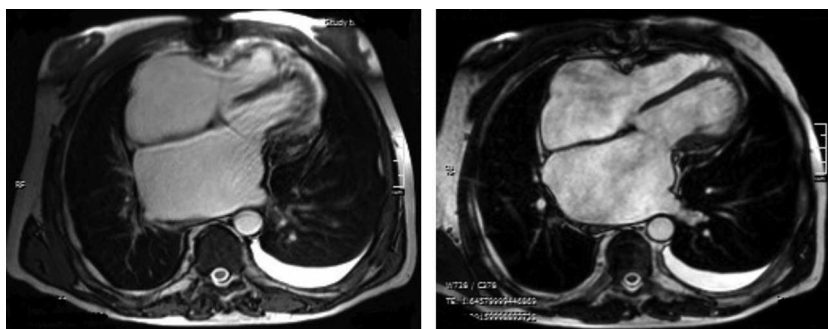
Ressonância magnética cardíaca: dilatação biauricular moderada; alguns focos de hipossinal na dependência do pericárdio inferior no contexto de calcificações residuais do pericárdio.
